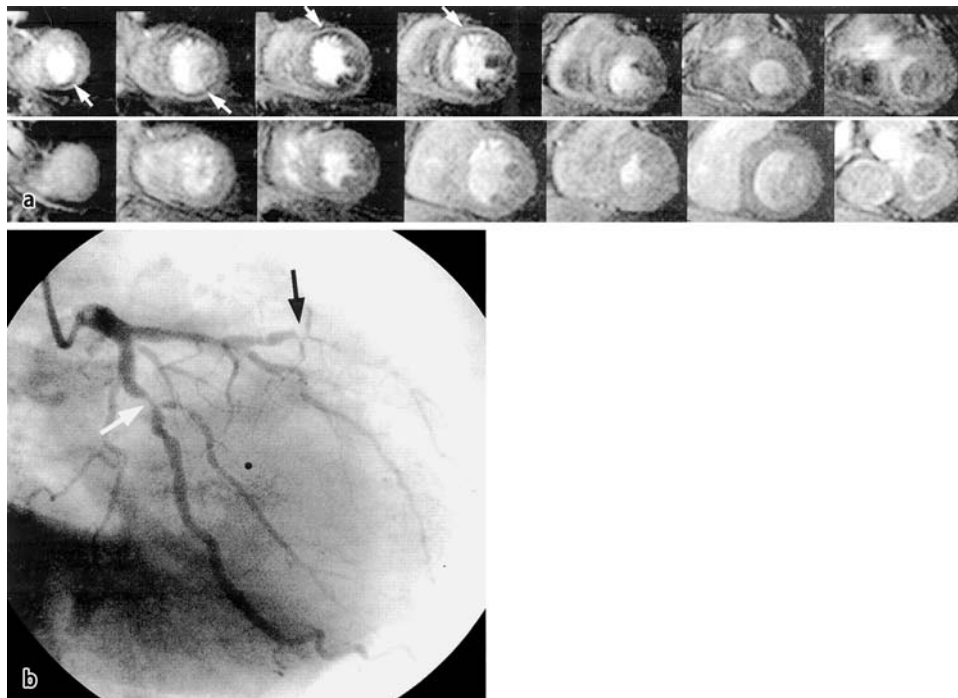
Perfusions-MRT eines Patienten mit hämodynamisch relevanten Koronarstenosen. (a) Kurzachsenperfusionsbilder während Vasodilatation (oben) und in Ruhe (unten). Signalminderung anterior und inferior (Pfeile) unter
